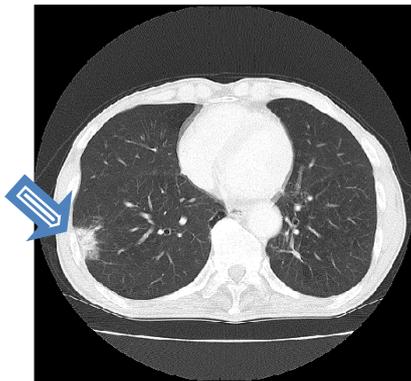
読影を行ったCT画像の例。矢印の部分に結節陰影がみられる。
